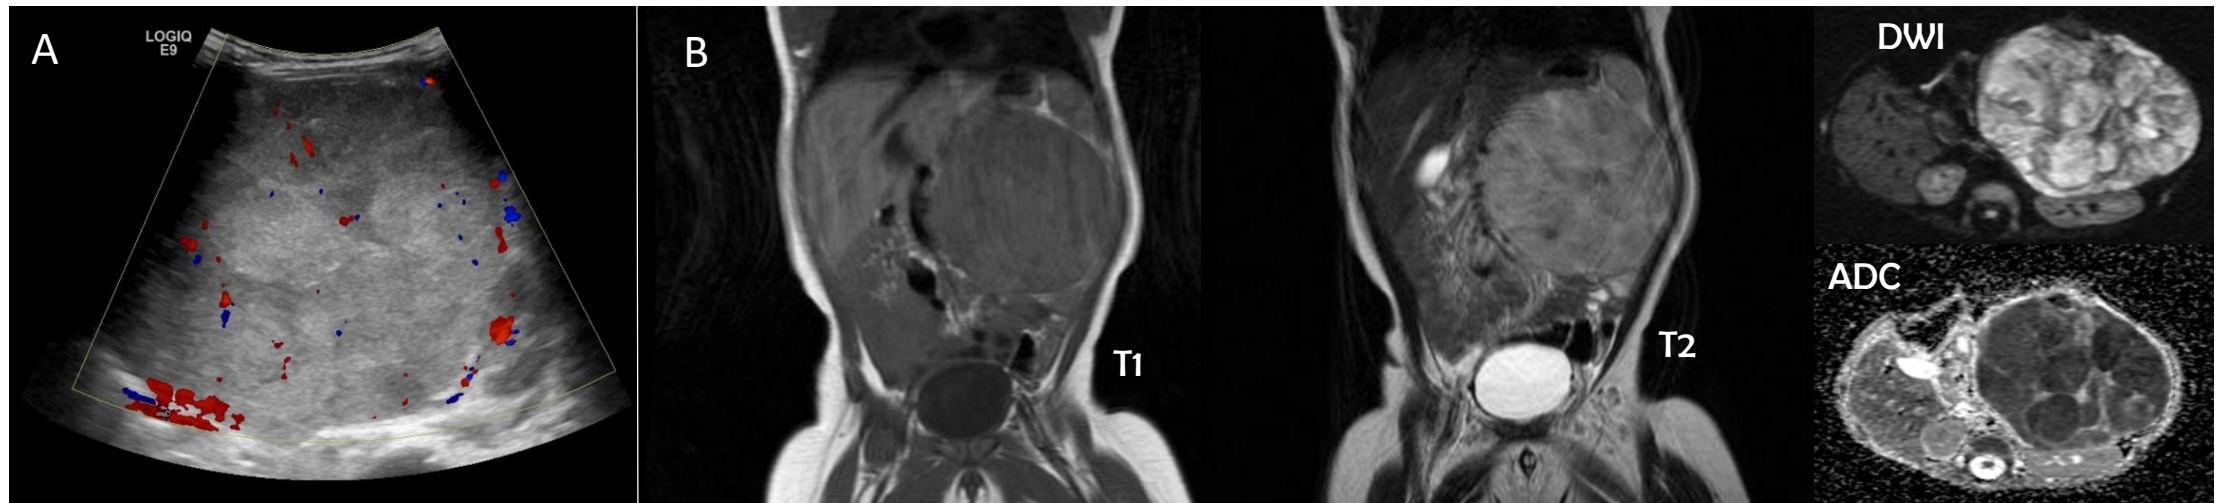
Imagen ecográfica (1A) con gran masa sólida bien definida y lobulada, heterogénea, vascularizada y con microcalcificaciones. Imágenes de RMN (T1, T2 y DWI/ADC) (1B) que muestran la dependencia suprarrenal izquierda de la masa, que cruza la línea media y desplaza las estructura. Es hipointensa en T1, hiperintensa en T2 y asocia marcada restricción a la difusión
